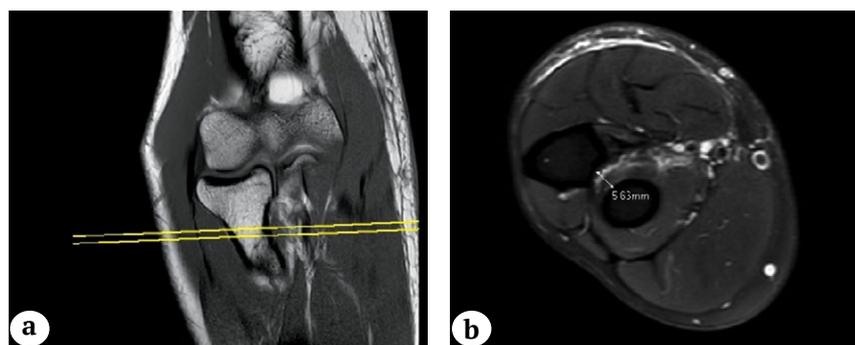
(а, б). Пример измерения ПРУП при разрыве ДСДМП: а, б — МРТ (уровень средней трети “foot-print” лучевой бугристости)
